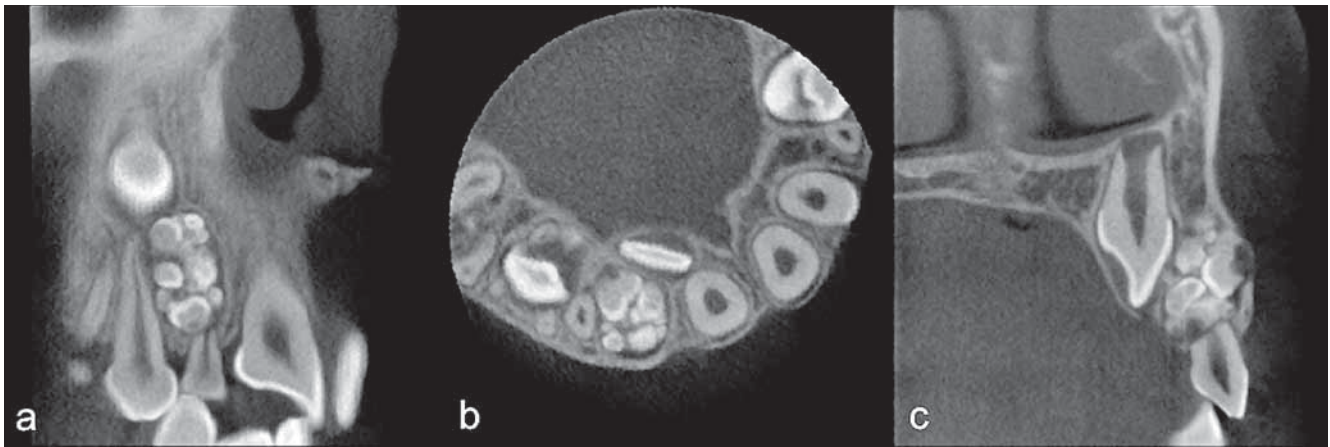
En TVN (CBCT), la position exacte de l'odontome et des structures avoisinantes est visible en coupe coronale (a). La couronne de la 13 est visible au niveau apical de l'odontome. La dent de lait 52 est résorbée au niveau apical. En coupe axiale (b), on peut constater la position palatine de la couronne de la 12 par rapport à l'odontome. En coupe sagittale (c), la dent 12 présente une croissance radiculaire inachevée.
